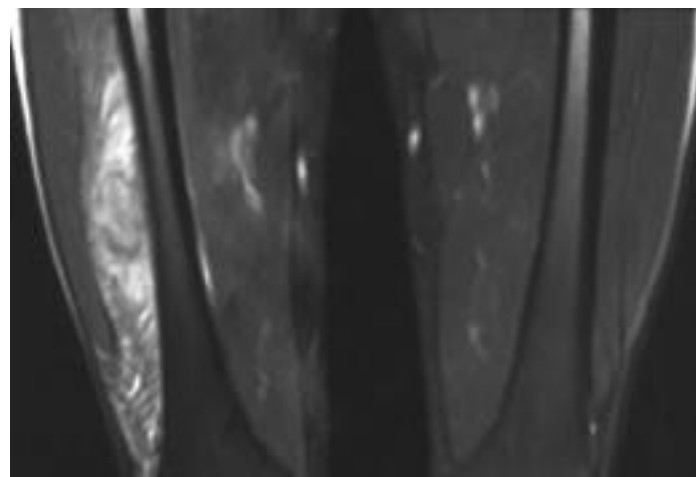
Tomografía coronal en secuencia T2 con supresión grasa. Cambios edematosos difusos en la musculatura cuadricepsital. En la zona central se visualiza la formación de masa osificada en paciente con miositis osificante.
